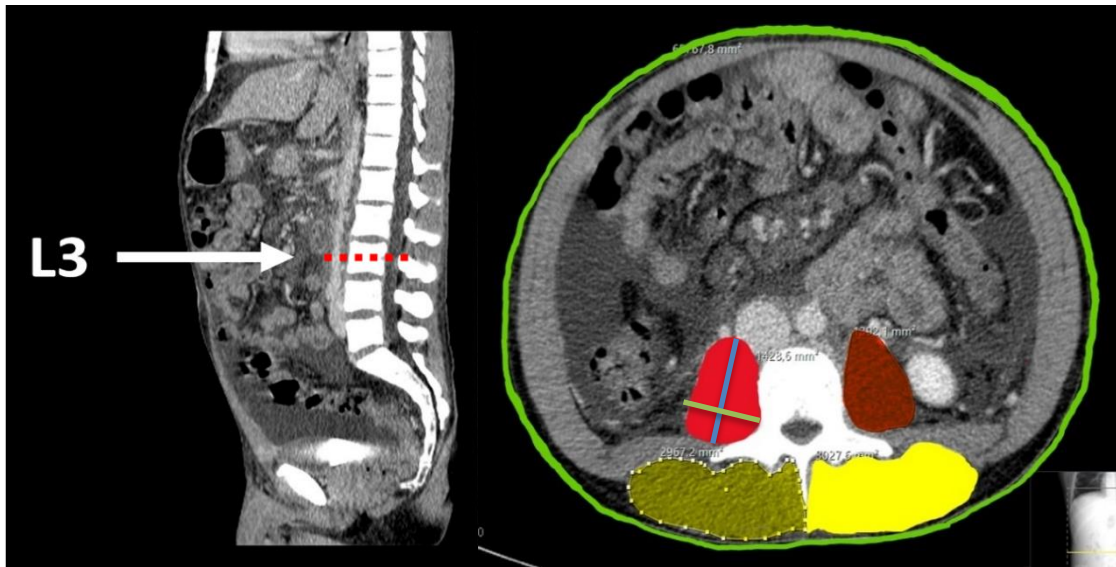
Links: Sagittale Schnittführung zur Identifikation von L3, MPR-Rekonstruktion (CT). Sofern keine fusionierten Lumbal- oder Sakralwirbel vorliegen, lässt sich durch Abzählen der Wirbelkörper L3 sicher identifizieren. Die Bestimmung der Muskelflächen erfolgte auf der Hälfte des Wirbelkörpers von L3 (rote Linie). Rechts: Transversalschnitt auf der identifizierten Höhe von L3. Die rot markierten Flächen entsprechen der beiden Flächen der Mm. psoas (PMA), die gelb hinterlegten Flächen denen der Mm. erector spinae (ESA). Die grüne Linie begrenzt die Fläche des gesamten Körperquerschnitts (L3A). Die blaue Linie ist der größte axiale Durchmesser des rechten M. Psoas (APMT), die Orthogonale in Grün mit größter Ausdehnung entspricht dem transversalen Psoas-Durchmesser (TPMT). Die Flächen von ESA und PMA werden unter dem Begriff PSMA zusammengefasst.
